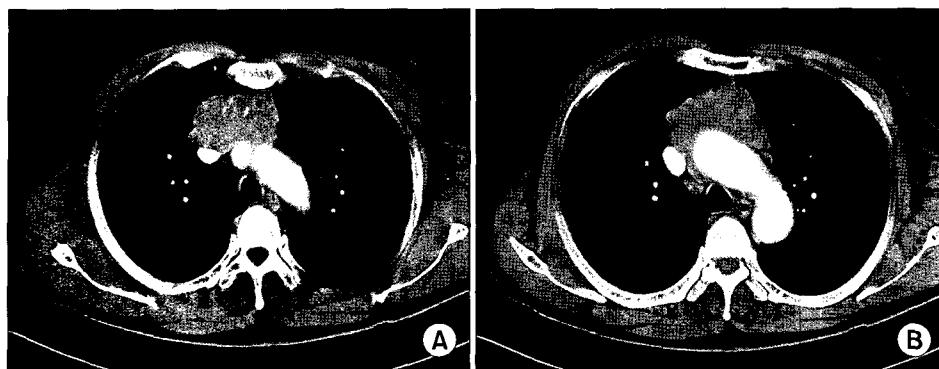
Preoperative chest CT. A=Anterior mediastinal mass with lobulating contour is compressing SVC*; B=The mass goes through between SVC and aorta. *=Superior vena cava.
